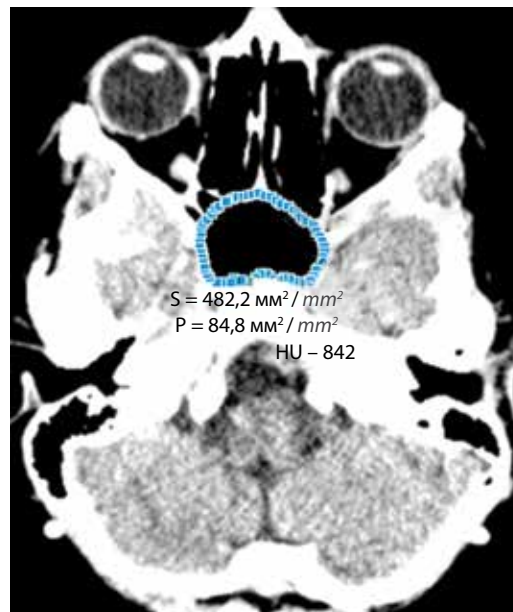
Аксиальный срез с выделением площади основной пазухи для подсчета ее объема (S и P — площадь (мм^2) и периметр (мм) обозначенной зоны, HU — единица измерения рентгеновской плотности снимков по шкале Хаусфилда)
